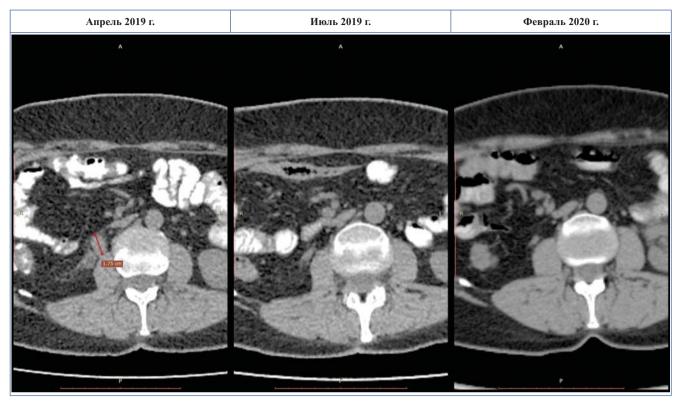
КТ органов брюшной полости: регрессия метастаза в забрюшинной клетчатке на фоне иммунотерапии
